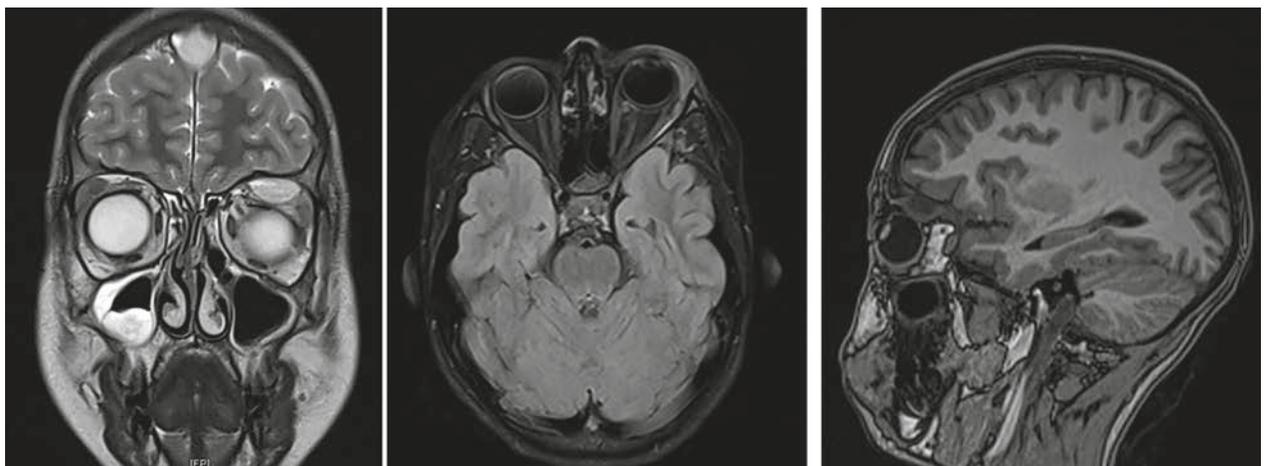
RMN control: Arriba a la izquierda: absceso intraorbitario superior, trombosis de seno sagital superior y disminución de la ocupación de senos maxilares y celdillas etmoidales. Arriba a la derecha: mejoría de la celulitis orbitaria izquierda y de la proptosis del globo ocular izquierdo. Abajo: seno maxilar con mejoría de sinusitis.
